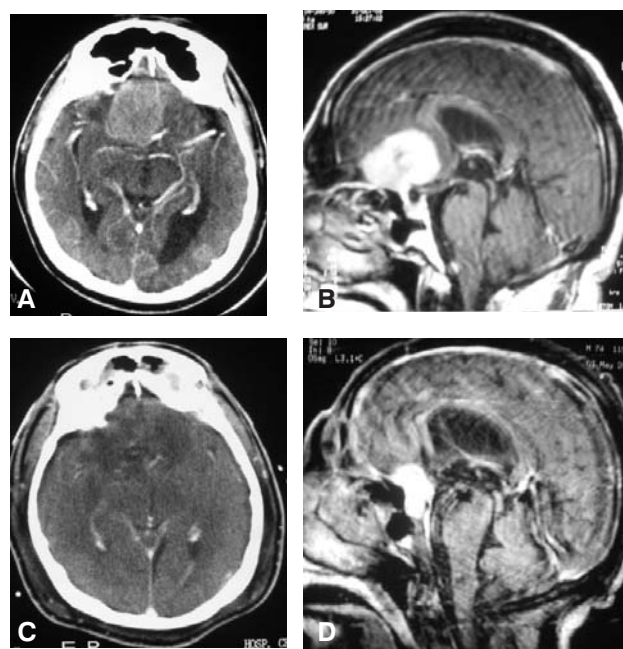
Paciente que tuvo recurrencia por meningioma del surco olfatorio atípico. TC y RM preoperatorio (A, B), TC posoperatorio 2 meses (C) y una RM sagital a 6 meses posoperatorio de resección inicial (D).
